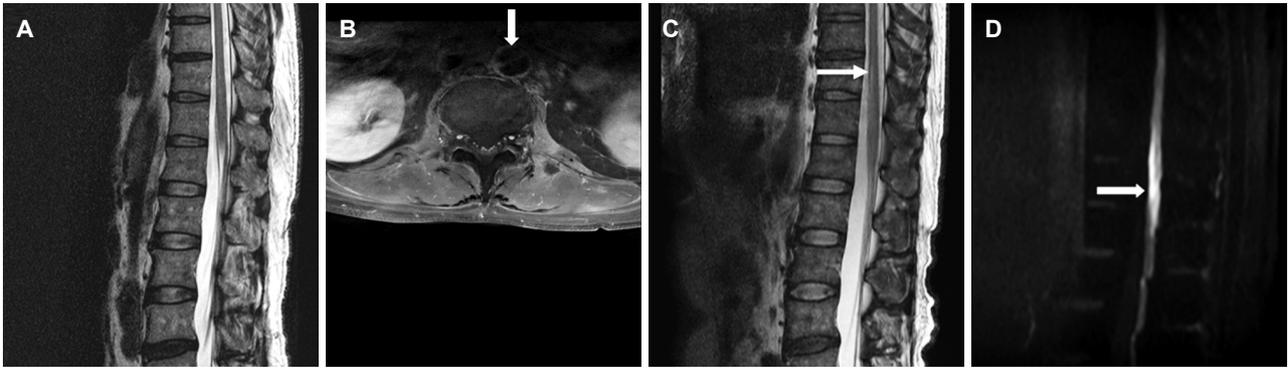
MRI findings of the patient. (A) Initial T2-weighted sagittal spinal MRI shows no abnormal finding. (B) Initial T2-weighted axial spinal MRI shows aortic dissection. (C) Follow-up T2-weighted sagittal spinal MRI shows a hyperintense lesion within the T11 to T12. (D) Diffusion-weighted sagittal spinal MRI also shows a hyperintense lesion within the T11 to T12.
